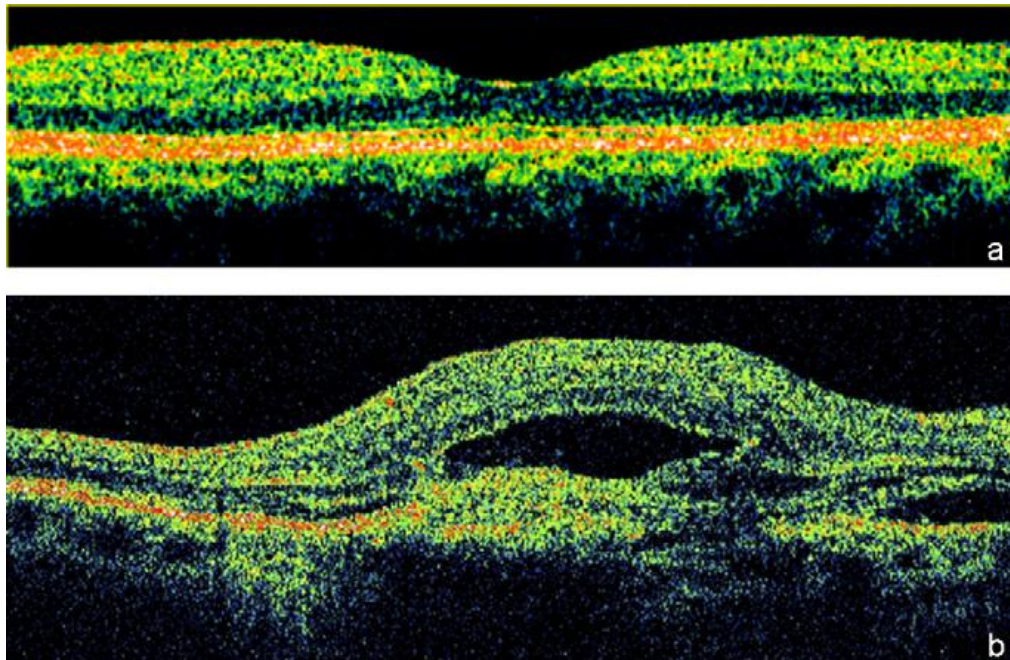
Corte de tomografia de coerência ótica normal e patológico; a) corte normal, depressão foveal bem marcada, arquitetura retiniana respeitada, ausência de infiltração líquida sob ou intrarretiniana. A linha vermelha hiperrefletiva corresponde ao epitélio pigmentado-coriocapilar; b) corte patológico, infiltração líquida intrarretiniana e sub-retiniana resultando no desaparecimento da depressão foveal. Lesão hiperrefletiva à frente do plano do EPR-coriocapilar corresponde a uma membrana novascular responsável pelos sinais exsudativos. Adaptado de [1]
